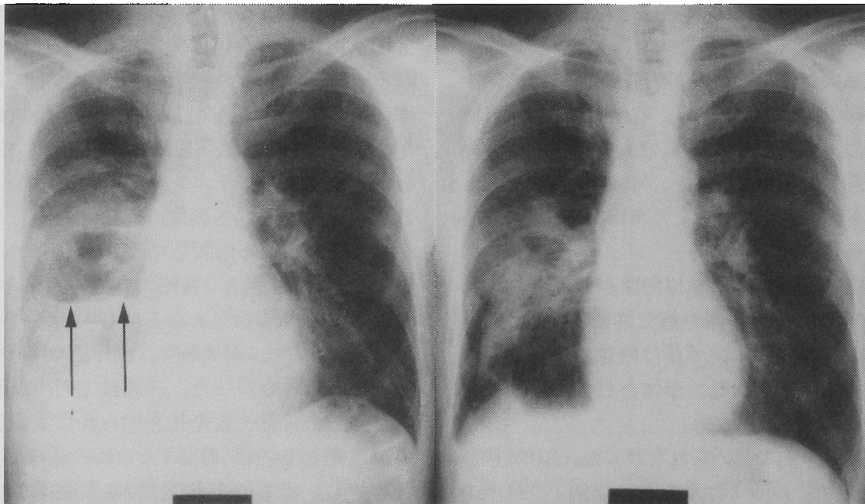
Chest roentgengram of case No. 10 taken on October 4th (left side) and October 14th (right side). Arrows are showing air-fluid level in the abscess
